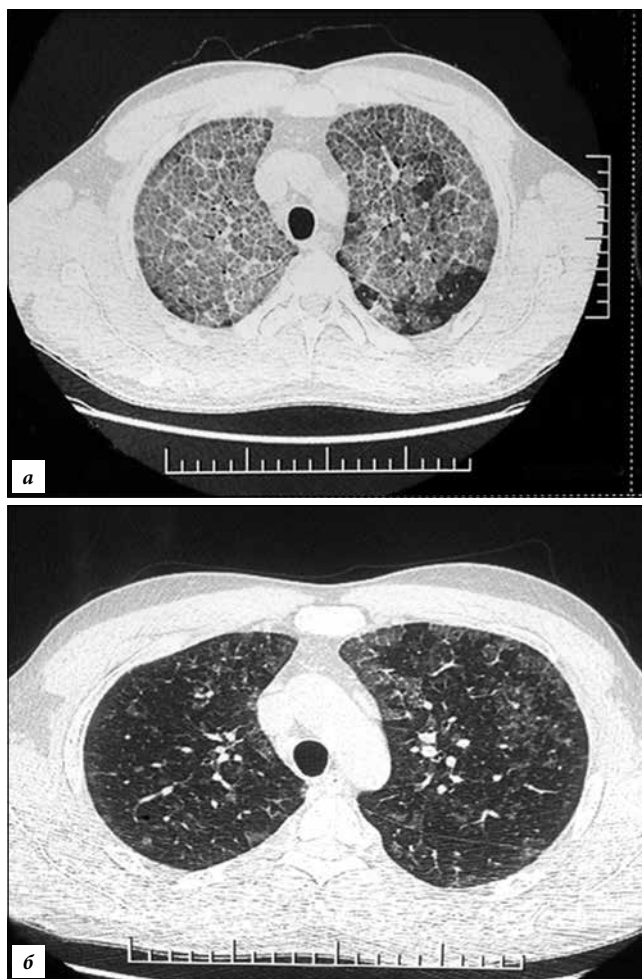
Компьютерная томография высокого разрешения органов грудной клетки больного Д., 36 лет, от 26.02.2014 г. (а) и 15.09.2014 г. (б):
